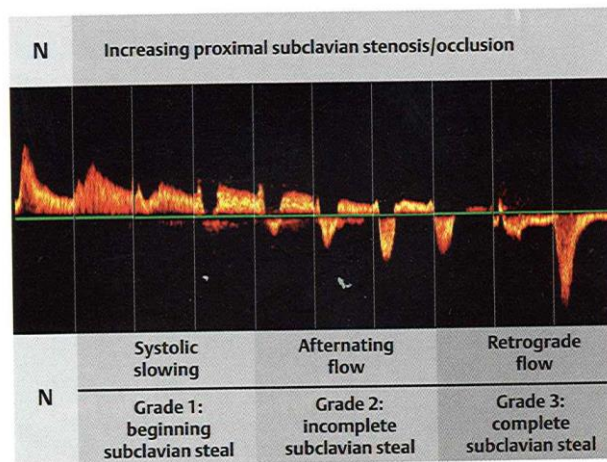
Table of V2-VA Doppler flow spectrum findings in increasing grade of subclavian steal phenomenon (grades 1 to 3). N = normal
